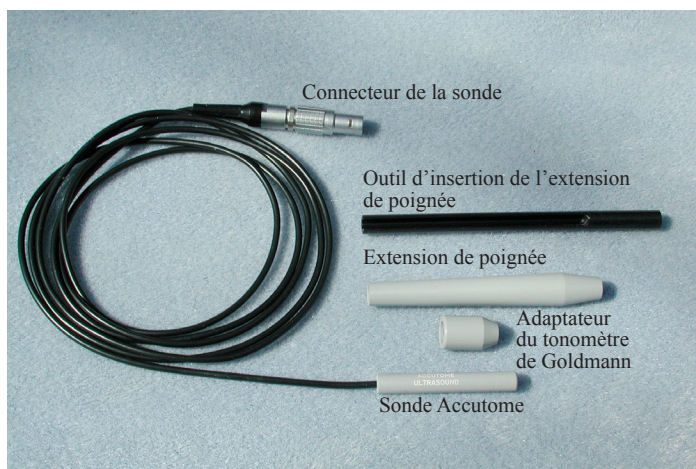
Ensemble de sonde ultrasonique Accutome (réf. 24-4001)
